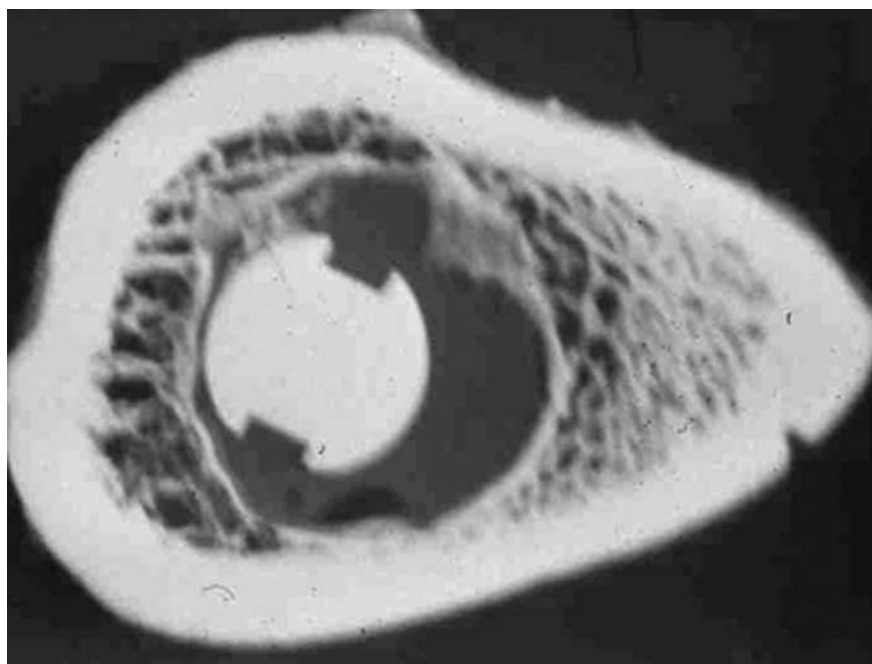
Microradiografia di una sezione di femore con all'interno uno stelo protesico, si evidenzia la disposizione che assume l'osso rimodellato intorno all'impianto
